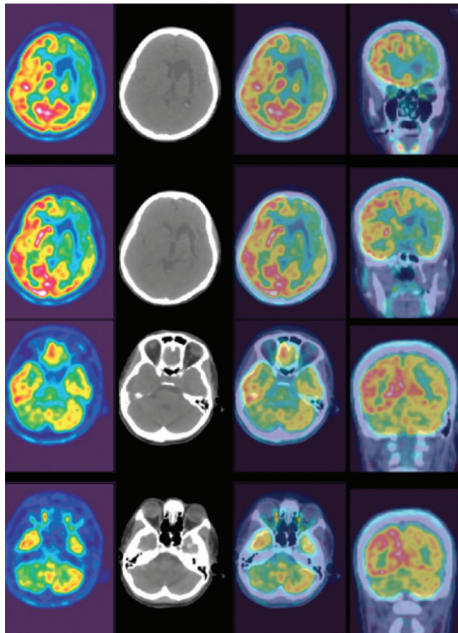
F-18-FDG PET/BT aksiyal görüntüleri
